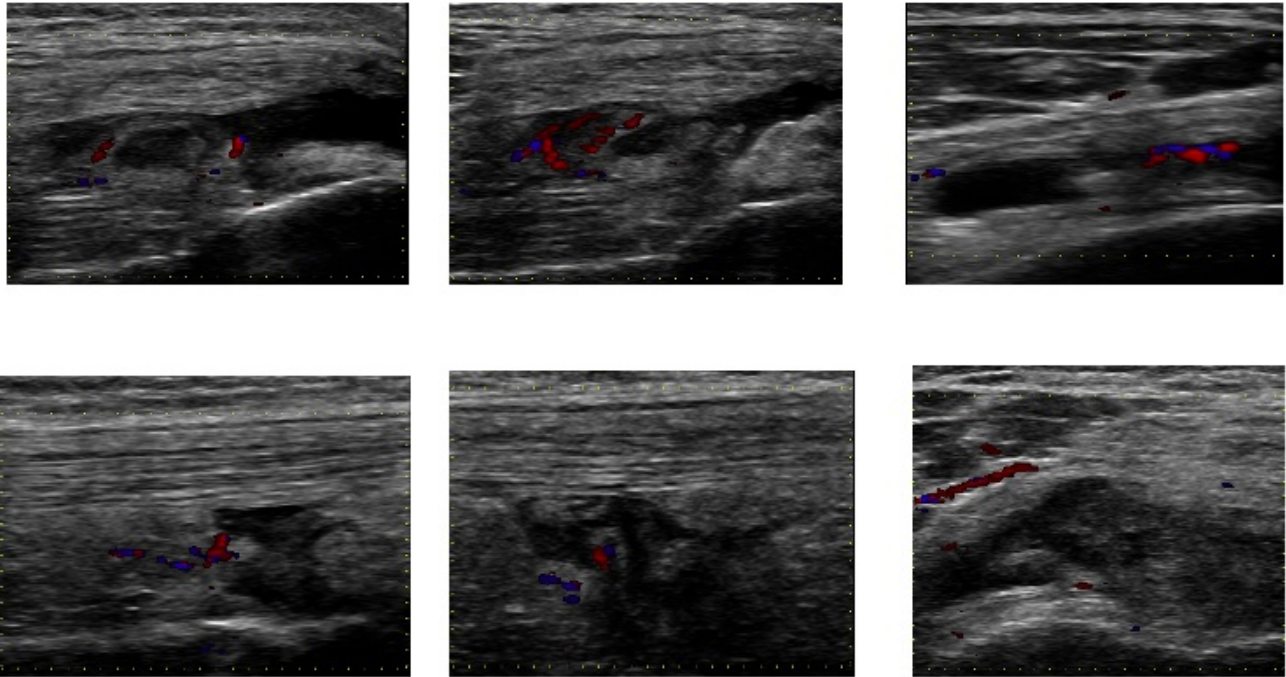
Ecografía Rodilla Izquierda. Modo B.
